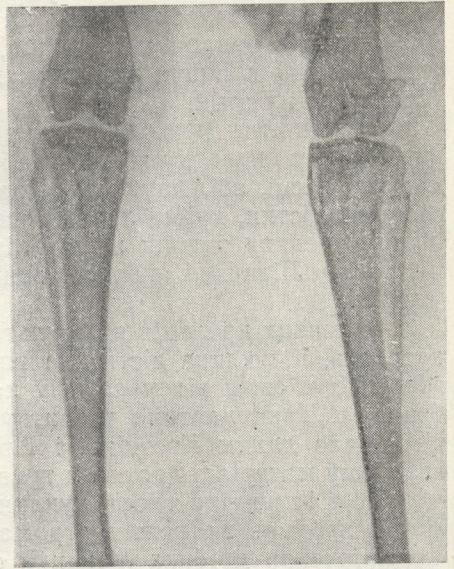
Рентгенограма кролика № 28. Через 7 міс. після введення в кістку канцерогену. Кролик не був підданий дії радіофосфору. Фото.
